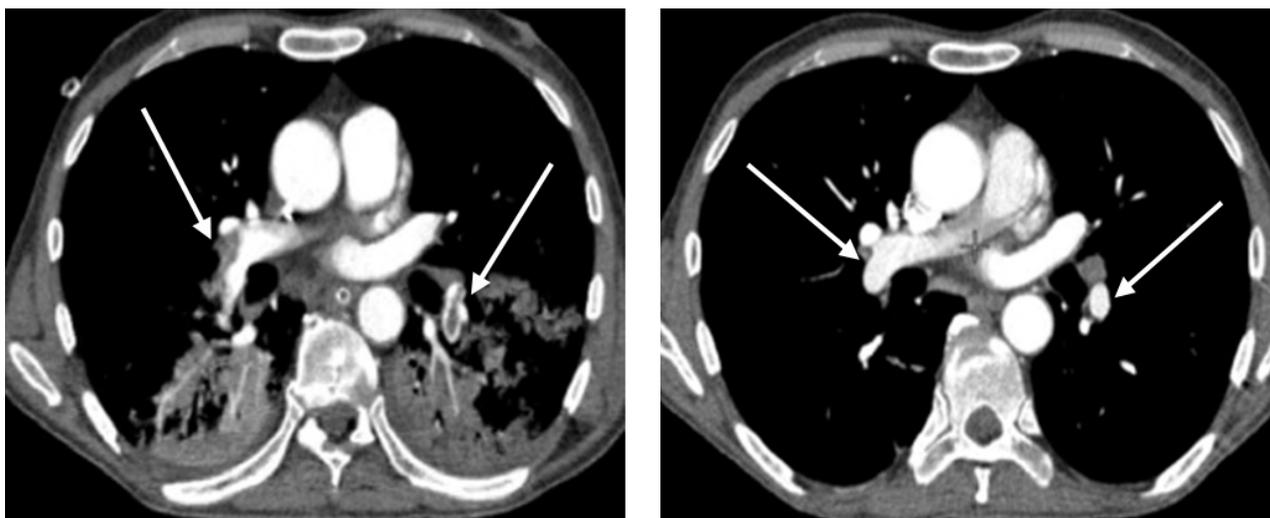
Компьютерные ангиопульмонограммы больного К., 49 лет, выполненные на различных сроках наблюдения: а – до тромболитической терапии, двусторонняя ТЭЛА, дефекты контрастирования в правых и левых легочных артериях (стрелки) с выраженным нарушением перфузии легких; б – 3-и сутки после тромболитической терапии, уменьшение площади тромботических масс в просвете легочных артерий (стрелки)
